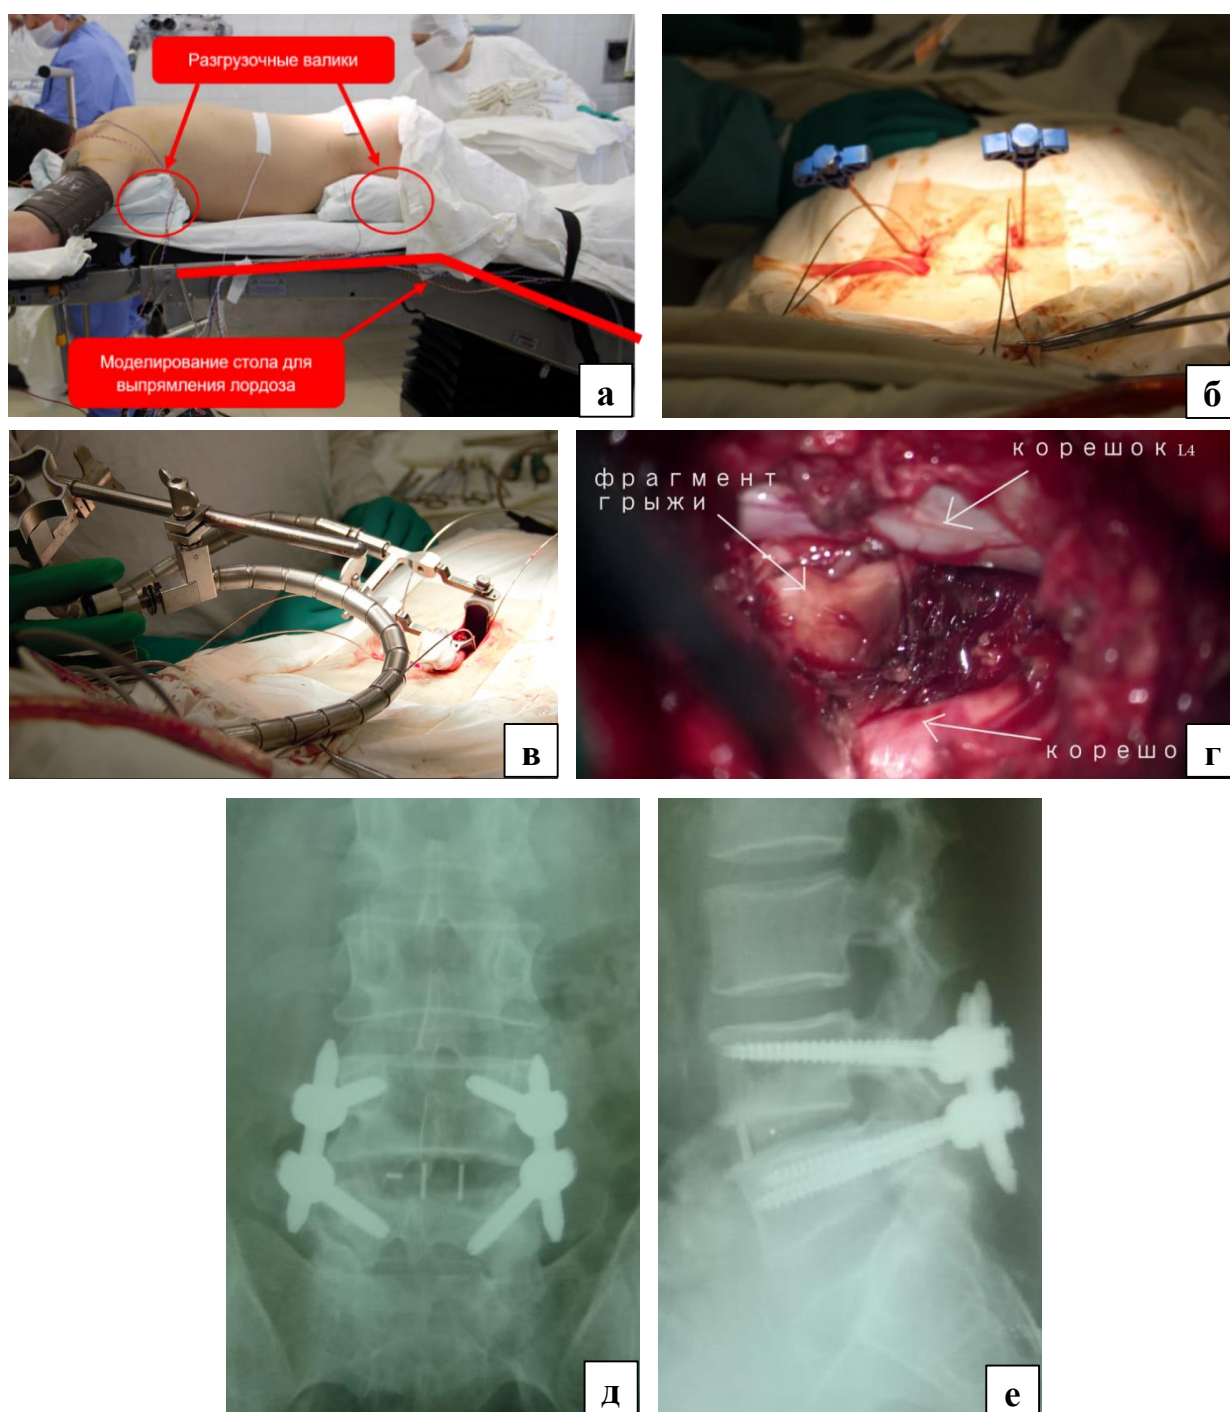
Пациент Ч., 42 года; левосторонняя микрохирургическая реконструкция позвоночного канала на уровне  $L_{IV}$ – $L_V$ , межтеловой спондилодез, симультанная транспедикулярная стабилизация: а – внешний вид укладки пациента; б – интраоперационная фотография установки спиц-проводников; в – внешний вид доступа с установленным ретрактором Insight; г – интраоперационная фотография с микроскопа ZEISS Pentero 900 в ходе выполнения декомпрессии позвоночного канала и перед дискэктомией; д – послеоперационный рентген-контроль в прямой проекции; е – послеоперационный рентген-контроль в боковой проекции
